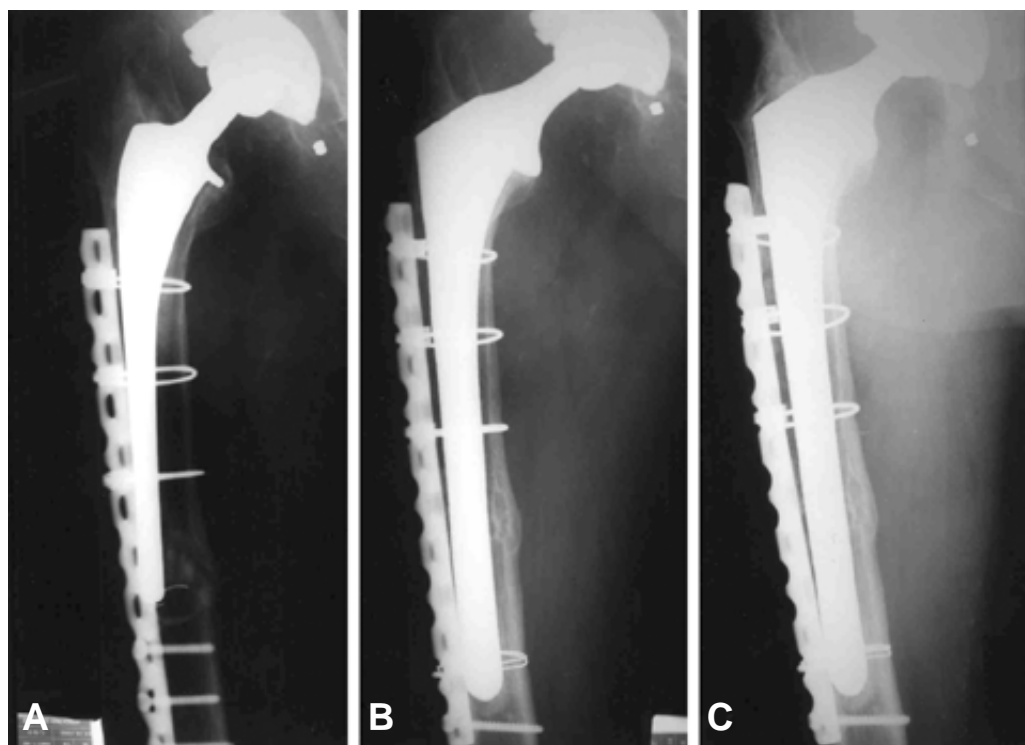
(A) Preoperative film of a 72-year-old male with progressive osteolysis of the femoral stem. (B) Two years later, radiograph showed trabecular remodeling and cortical reconstitution. (C) Four-year follow up radiograph showed stable interface.
